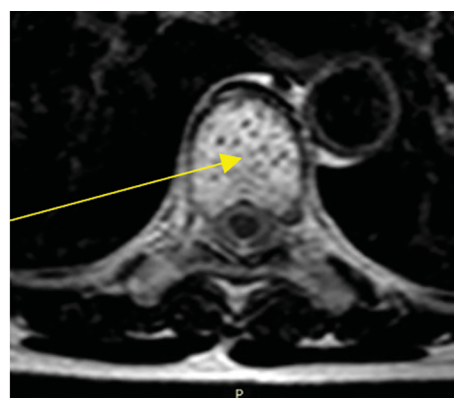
МРТ грудного отдела позвоночника, T2-ВИ, аксиальный срез через середину тела Th8. Агрессивная гемангиома, рисунок «пчелиных сот» (желтая стрелка)
